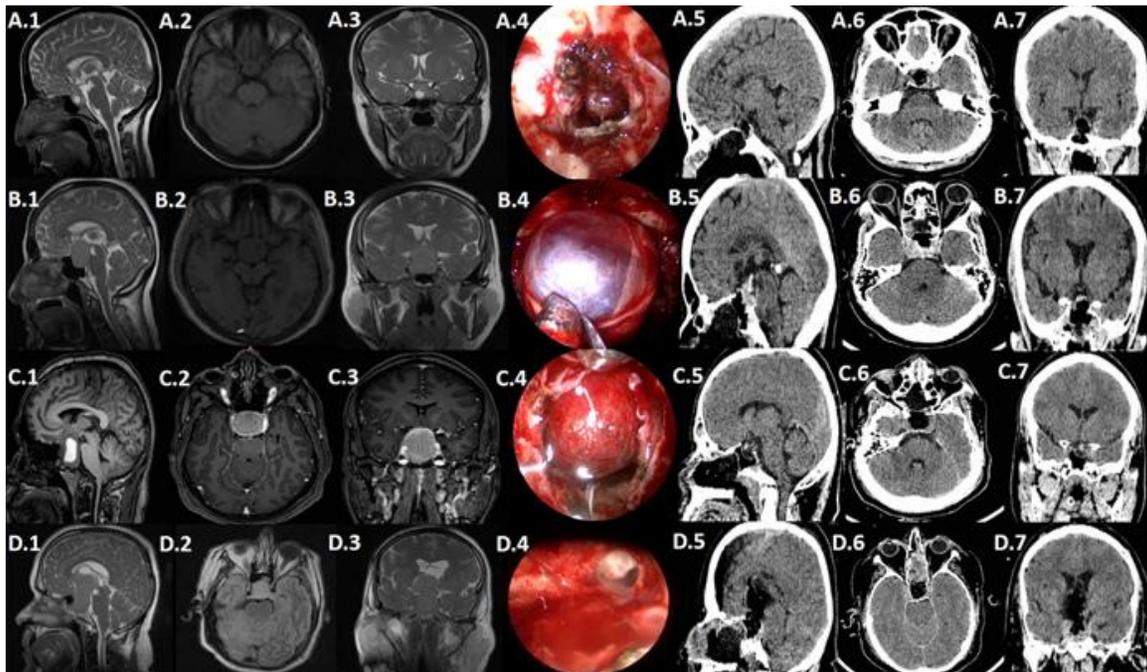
A1-A3: RMN de cráneo de adenoma grado “A”; A4: imagen transoperatoria; A5-A7: TAC postoperatoria; B1-B3: RMN de cráneo de adenoma grado “B”; B4: imagen transoperatoria; B5-B7: TAC postoperatoria; C1-C3: RMN de cráneo de adenoma grado “B” con apoplejía; C4: imagen transoperatoria; C5-C7: TAC postoperatoria; D1-D3: RMN de cráneo de adenoma grado “C”; D4: imagen transoperatoria; D5-D7: TAC postoperatoria.
